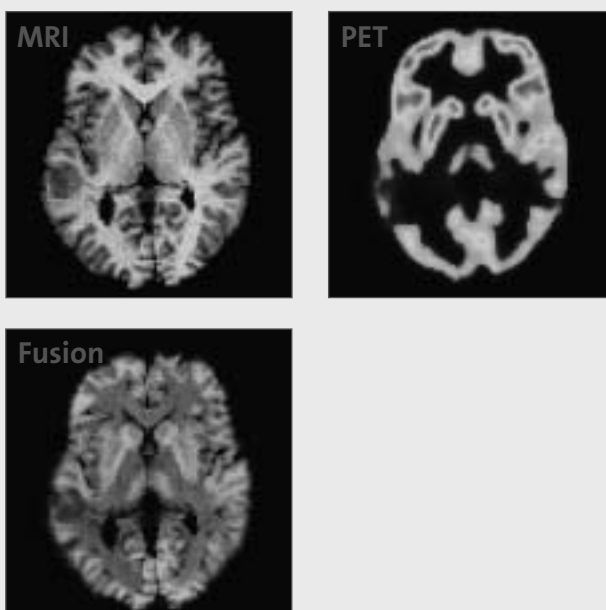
Gauche: IRM du même patient qu'en figure 1. Au milieu: PET montrant un hypométabolisme net au niveau de la lésion. Droite: fusion d'image IRM et PET permettant la localisation exacte du déficit fonctionnel.
